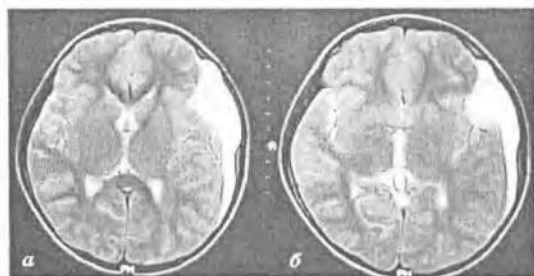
МРТ-картина при субдуральной гидроме (а, б)
